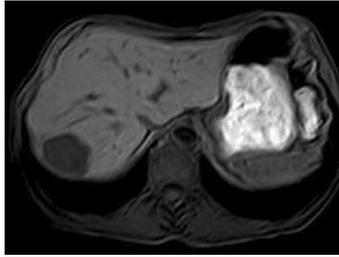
Angiome en IRM pondérée T1 au temps artériel
